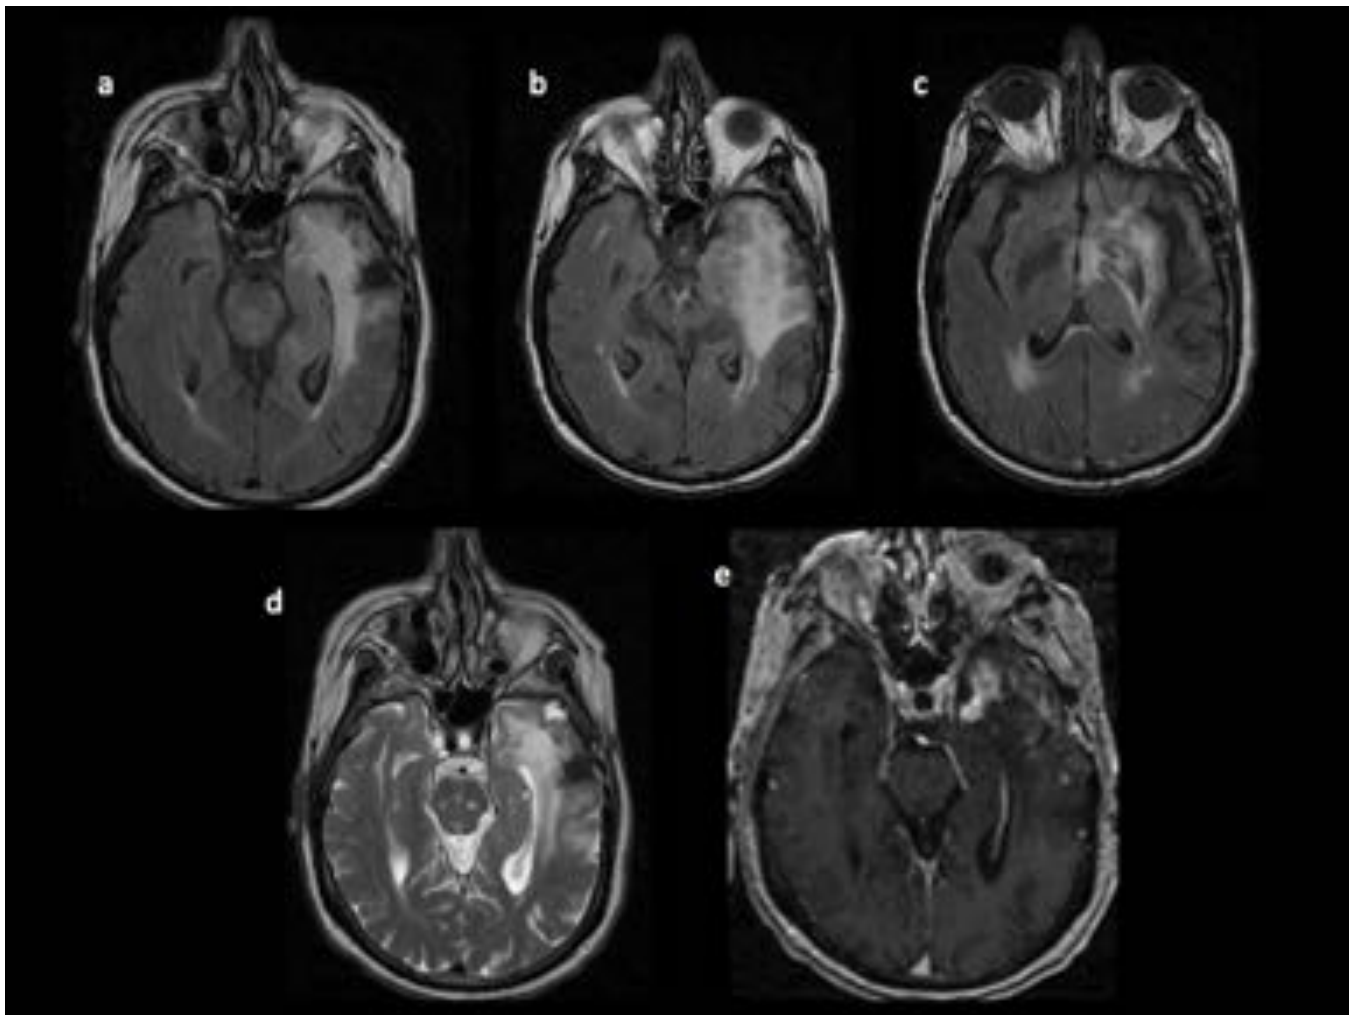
ENFERMEDAD DE WHIPPLE. RM secuencias axiales FLAIR (a, b y c) T2 axial (d) y T1 con gadolinio (e). Hiperintensidad de la señal en secuencias T2 y FLAIR en lóbulo temporal izquierdo que se extiende a los ganglios de la base y alrededor del tercer ventrículo. Tras administración de gadolinio se observa un realce pseudonodular en polo temporal anterior y discreto realce dural. Imagen hipointensa en T2 en región córtico-subcortical de lóbulo temporal, en relación con hematoma antiguo.
